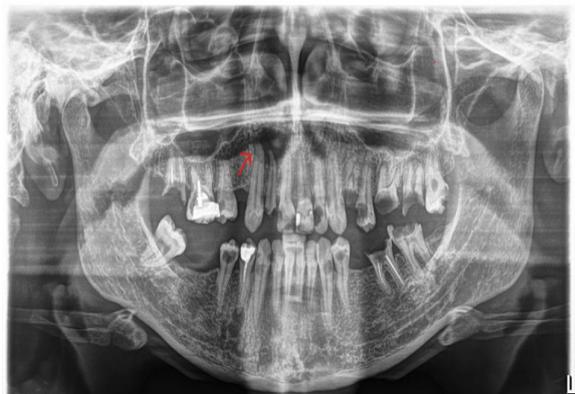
Figura 1. Radiografia panoramike që tregon radiotransparencen ovale (shigjeta e kuqe) në zonën periapike të dhëmbit nr.12.
